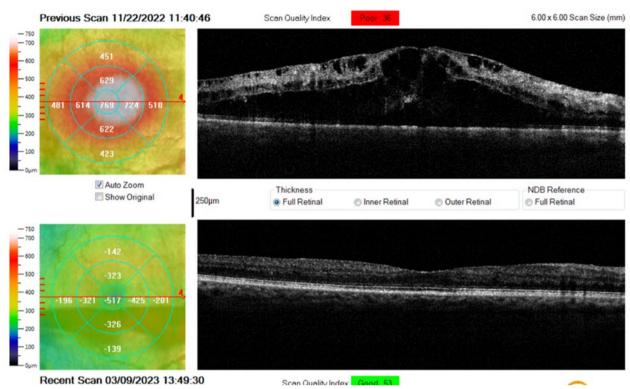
Tomografía de coherencia óptica: comparativo noviembre 2022 (superior) con septiembre 2023 (inferior). En la imagen del 2023 se muestra silueta foveal con franca recuperación; las capas de la retina muestran buena diferenciación; el grosor central es de 252 μ, es decir, 517 μ menos que el examen previo, lo que demuestra recuperación anatómica del ojo derecho.
